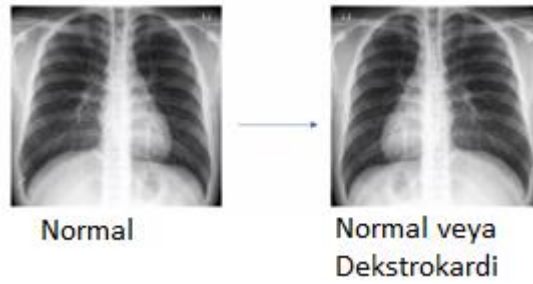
17 Göğüs Röntgeni İçin Veri Artırma [51]
